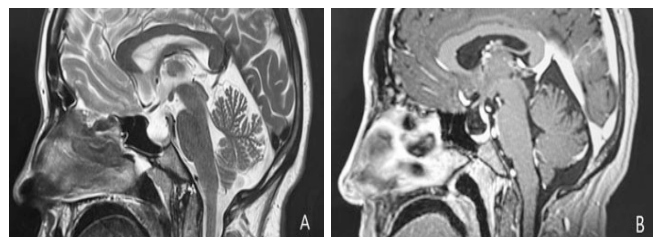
IRM en coupe sagittale séquence T2 (A): arachnoïdocèle en hypersignal, séquence T1 (B): parenchyme hypophysaire plaqué avec une tige pituitaire réhaussée (flèches)
